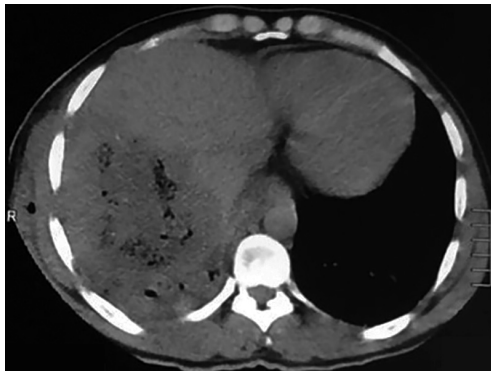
Lesão hepática grau IV em segmentos VII e VIII, visualizada pela tomografia de abdome realizada à admissão. Observa-se ar na intimidade da lesão hepática, proveniente da lesão pulmonar.
